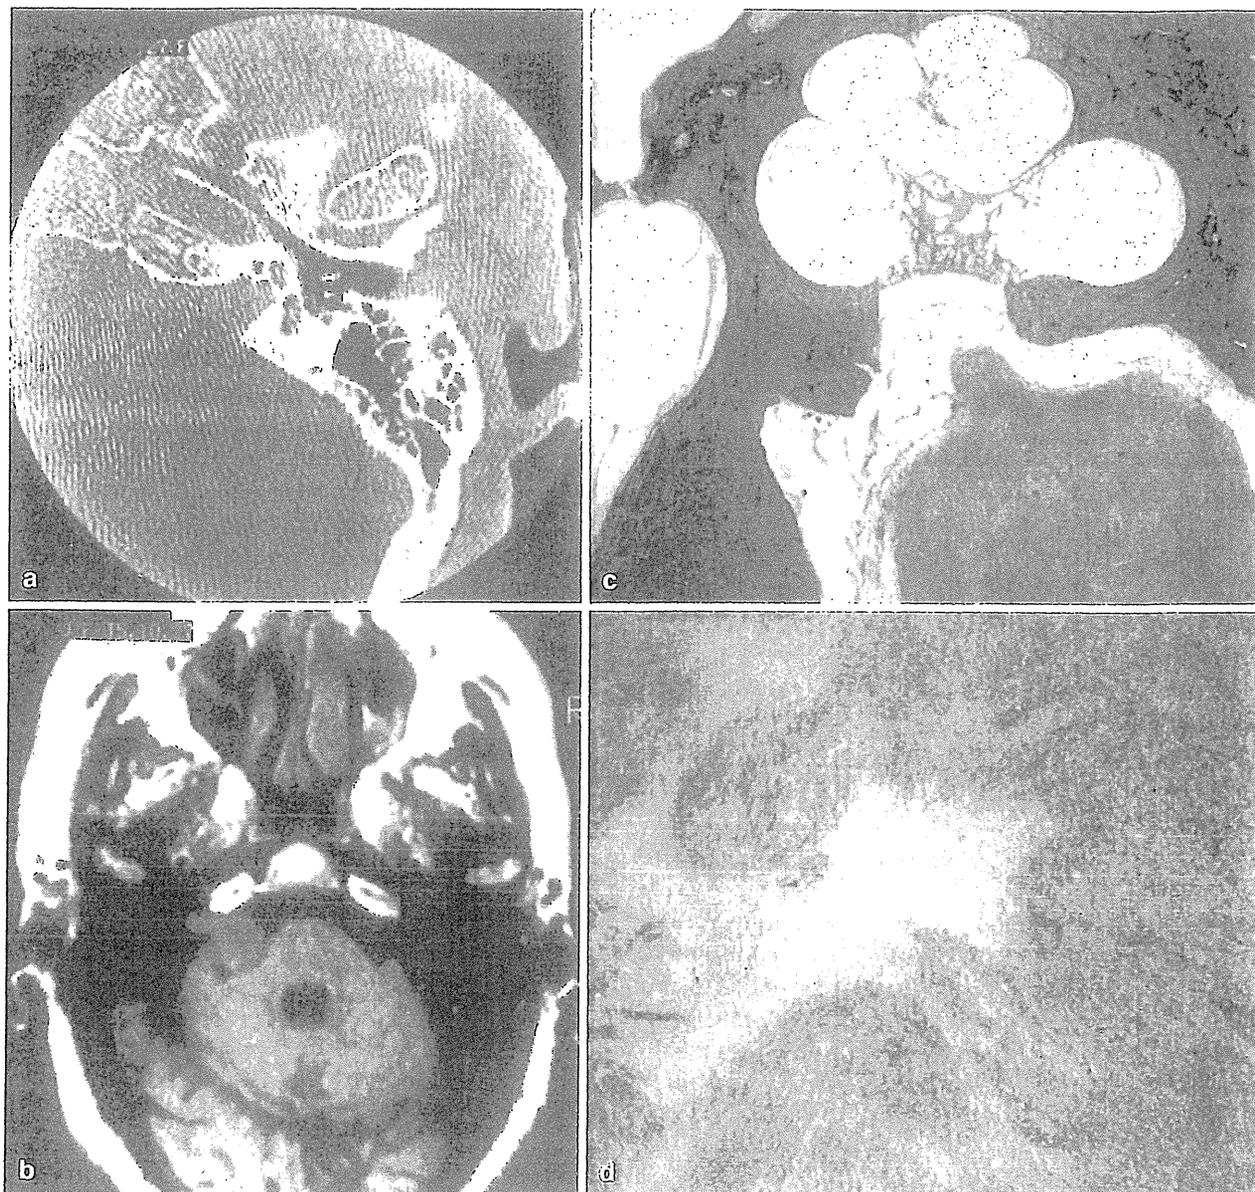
(a, b) CT and MRI demonstrating the presence of a medium-sized tumour in the left internal auditory canal and the cerebellopontine angle. (c) Mid-modiolar section of the left ear showing enlargement of the internal auditory canal occupied by a vestibular
